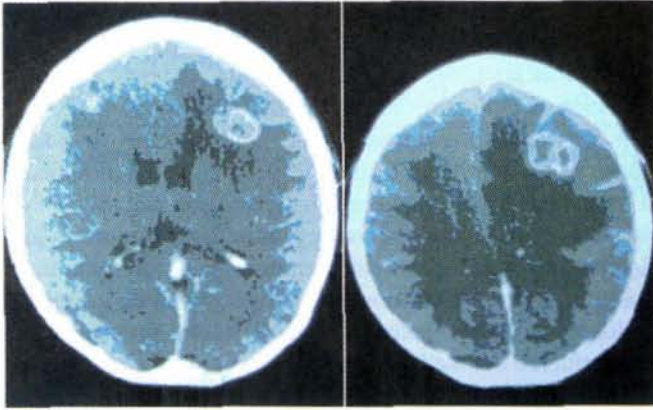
TC de cerebro, con medio de contraste que evidencia múltiples tuberculomas.
